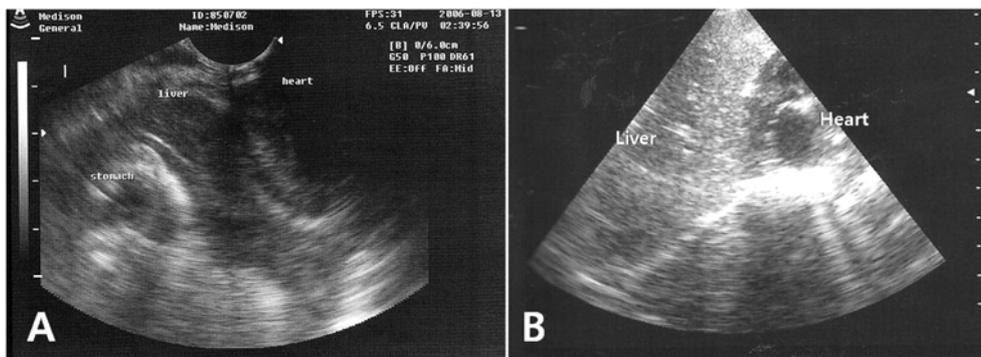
Intercostal sonographic images. (A) In case 2, liver and stomach is seen within the thoracic cavity near the heart. (B) In case 4, Liver is found within thorax. There is no pericardial and pleural effusion.
